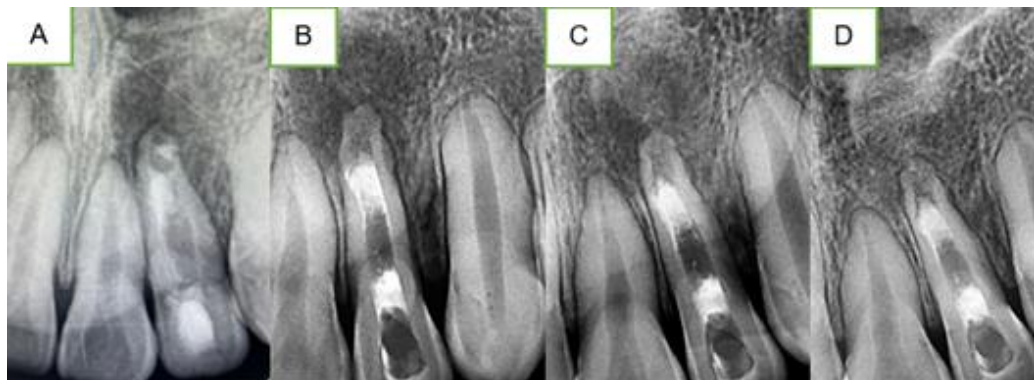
(A) Controles radiográficos periapicales 2 semanas, (B) 1 mes, (C) 3 meses, (D) 6 meses. Se evidencia imagen radiopaca a nivel del tercio cervical y apical desde el primer control compatible con restos de medicación intraconducto.
